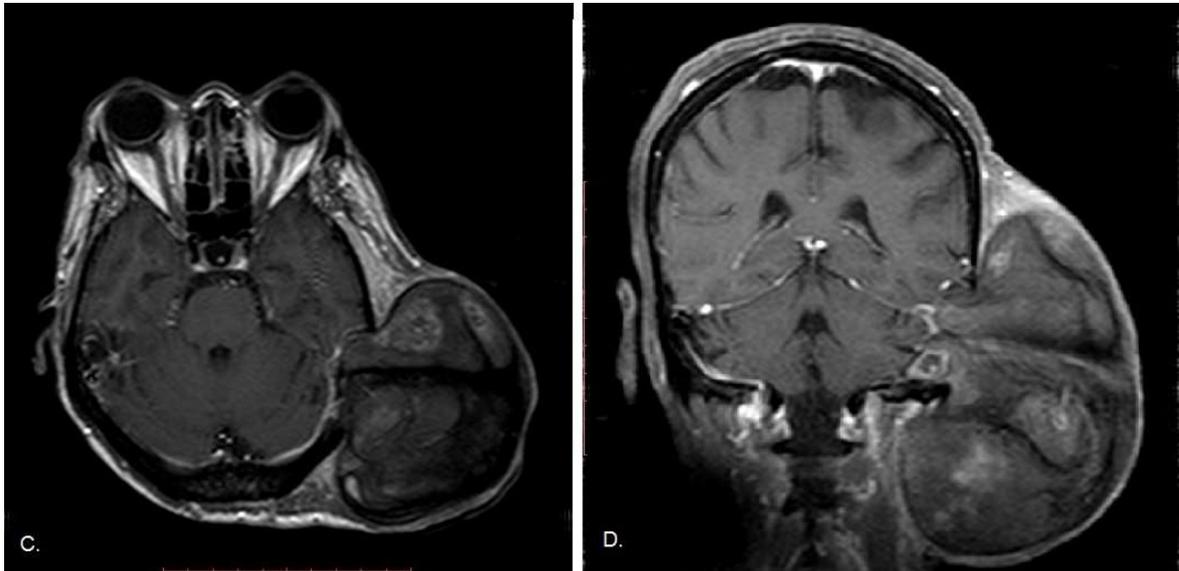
Imagem da TC de crânio (fase sem contraste) com janela para osso, onde vemos o efeito expansivo da massa sobre o osso occipital à esquerda, sendo mais evidente, nesse corte, a tábua óssea externa deslocada posteriormente. / D. é imagem da TC de crânio (fase sem contraste): notamos áreas de leve realce irregular pelo meio de contraste.
